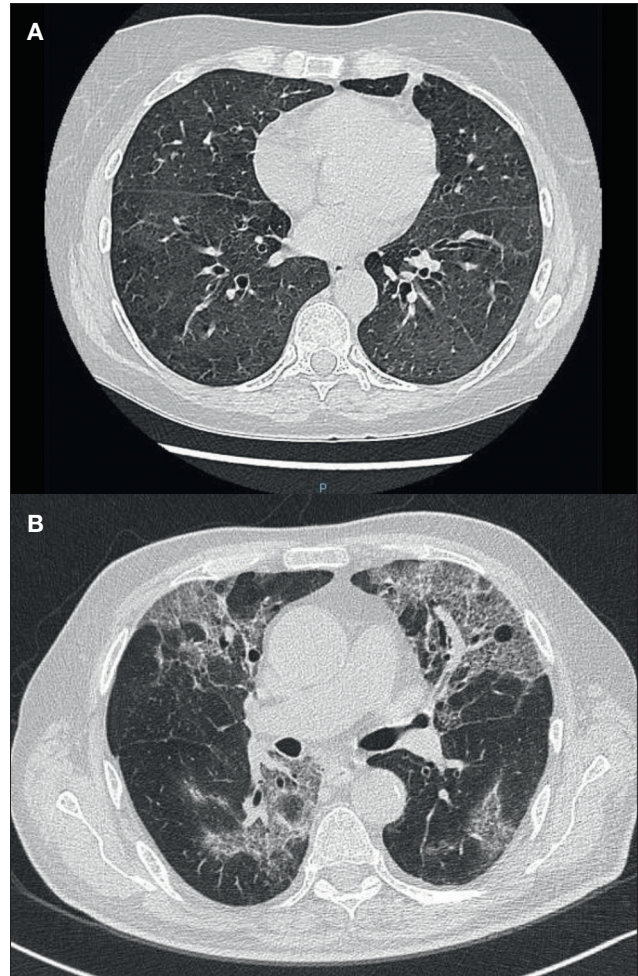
Thoracale CT-scan bij casus B.
